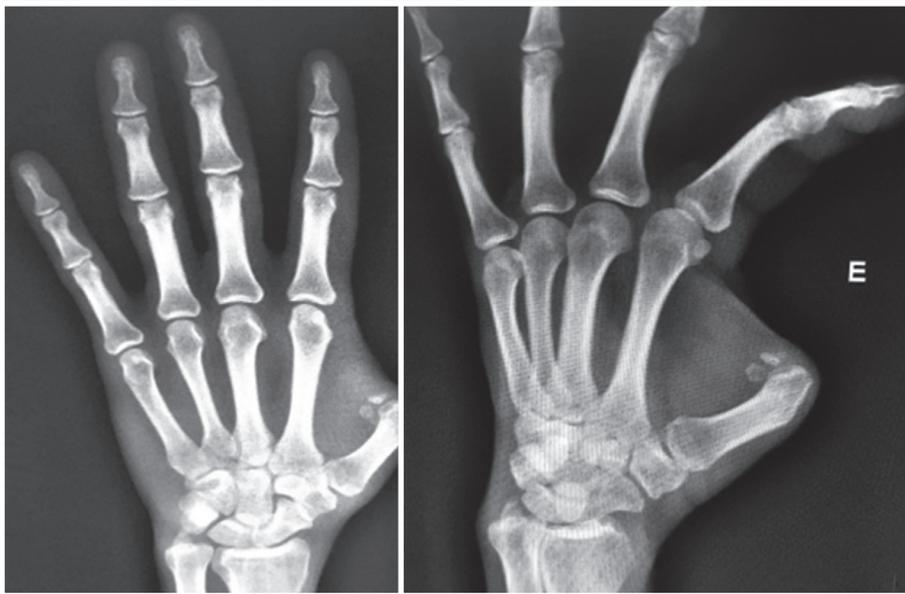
Radiografias demonstrando boa estrutura óssea da articulação carpometacarpiana do polegar.
